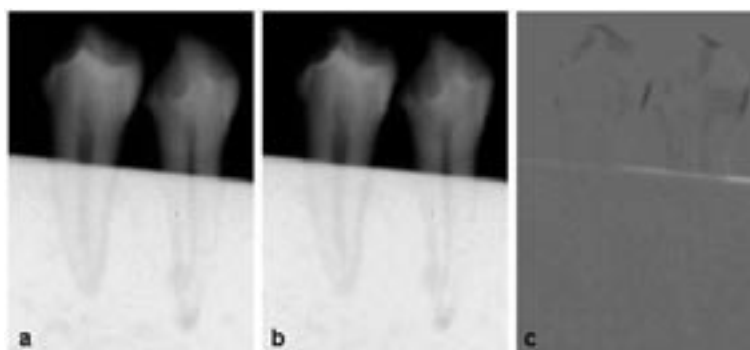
Radiografias digitais: a) imagem inicial; b) imagem de segmento; c) radiografia subtraída.
